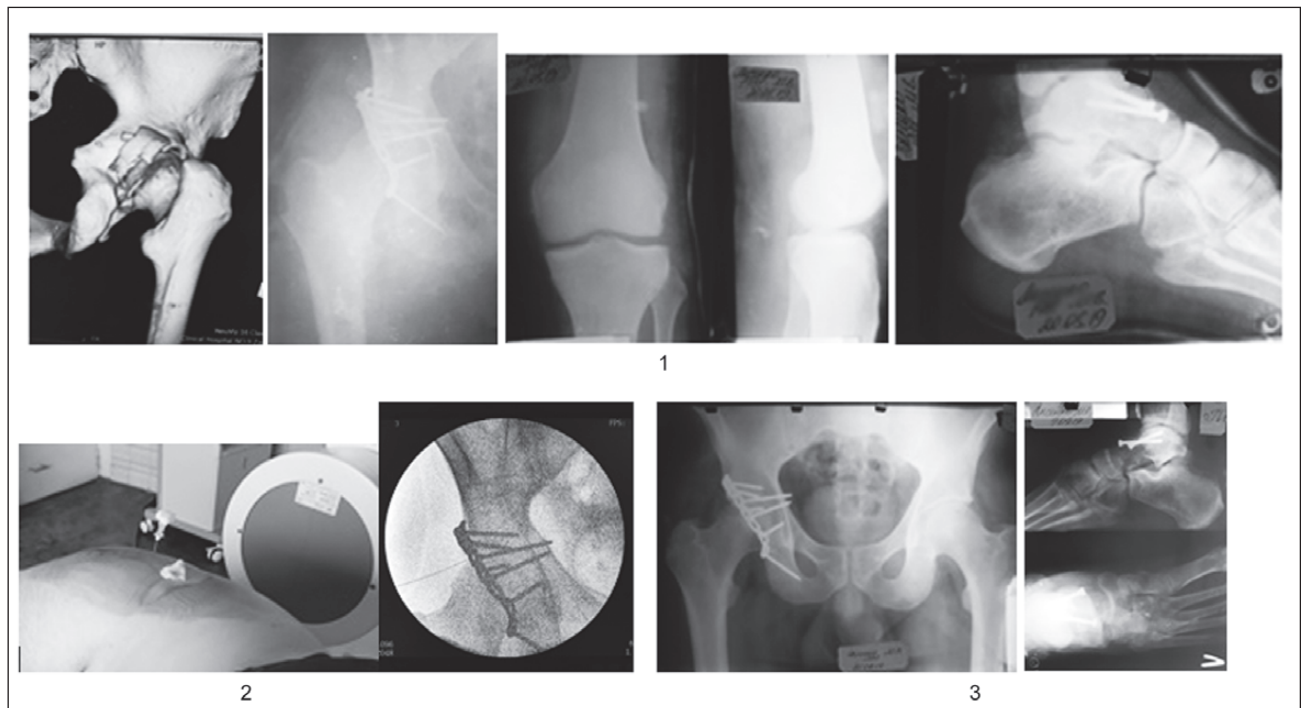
Хворий Л., 31 рік, і.х. № 1167, травма в результаті ДТП: 1 — закритий перелом задньої стінки правої вертлюгової западини зі зміщенням, обширна скальпована рана ділянки лівого колінного суглоба, закритий перелом лівої таранної кістки зі зміщенням; 2 — введення плазми, збагаченої тромбоцитами під ЕОП-контролем; 3 — контрольна рентгенограма через 3 місяці після операції
